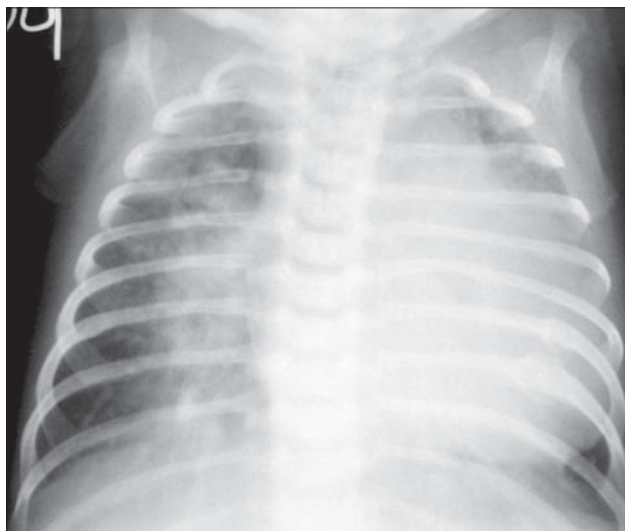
Hiperemie 1 luna. Radiografie toracică AP. Dilatare importantă a vaselor pulmonare. Opacitate hilară cu dimensiuni crescute. Hiperinflație. Cardiomegalie. Fracturi arcuri costale posterioare VII-VIII.
